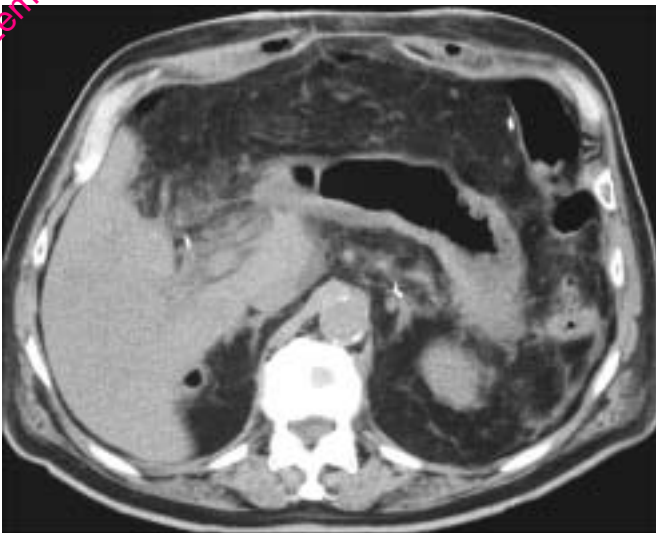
Aspect TDM normal après pancréatectomie gauche élargie à l'isthme.
